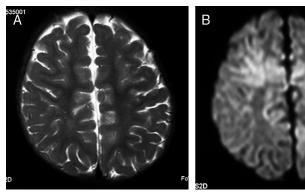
2歳女児 AESD A: T2 強調画像。B: 拡散強調画像。発熱後痙攣で発症。痙攣を繰り返すため発症後2日で MRI が撮影された。T2 強調画像では不明瞭だが、拡散強調画像で両側前頭葉と左頭頂葉の皮質下白質に樹枝状の高信号域がみられる。中心溝近傍は保たれていた。
